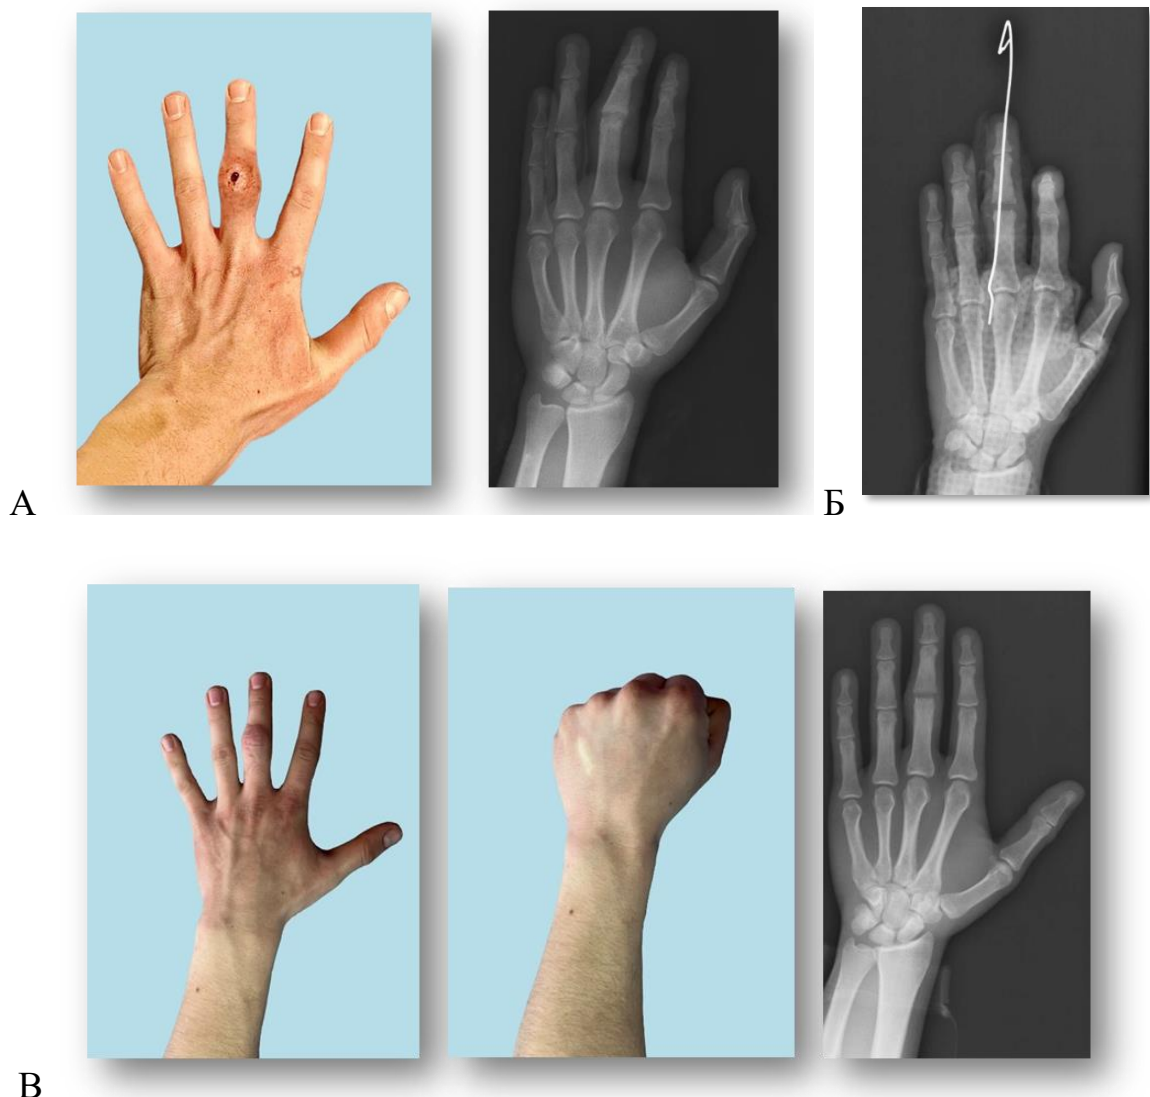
Вид и рентгенограмма при госпитализации (А); Рентгенограмма после костно-хрящевой резекции. Визуализируется диастаз между костными структурами (Б); Через 5 месяцев после операции. Восстановление объема активных движений. Метод дистракционной артропластики реализован (В)
